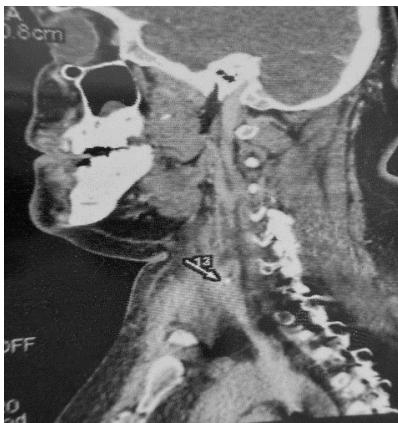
Стороннє тіло на КТ (сагітальна проекція)
